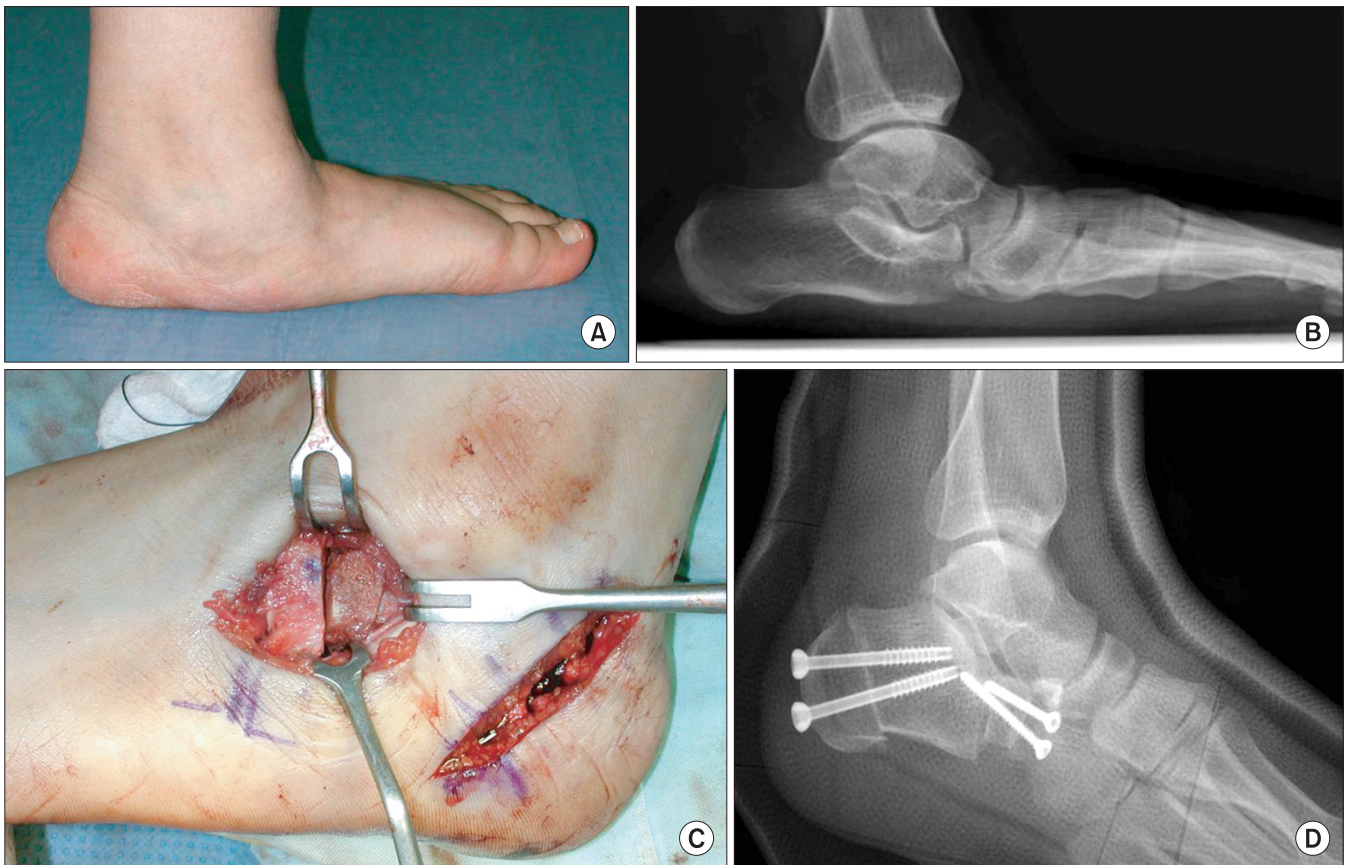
The photograph (A) and standing lateral radiograph (B) of left foot showed a severe flatfoot deformity, which was diagnosed as stage 2b acquired adult flatfoot deformity. (C) A calcaneal medial slide osteotomy and a lateral column lengthening were performed at the same time to correct the severe deformity. (D) Postoperative lateral radiograph showed the well-fixed double osteotomies.
